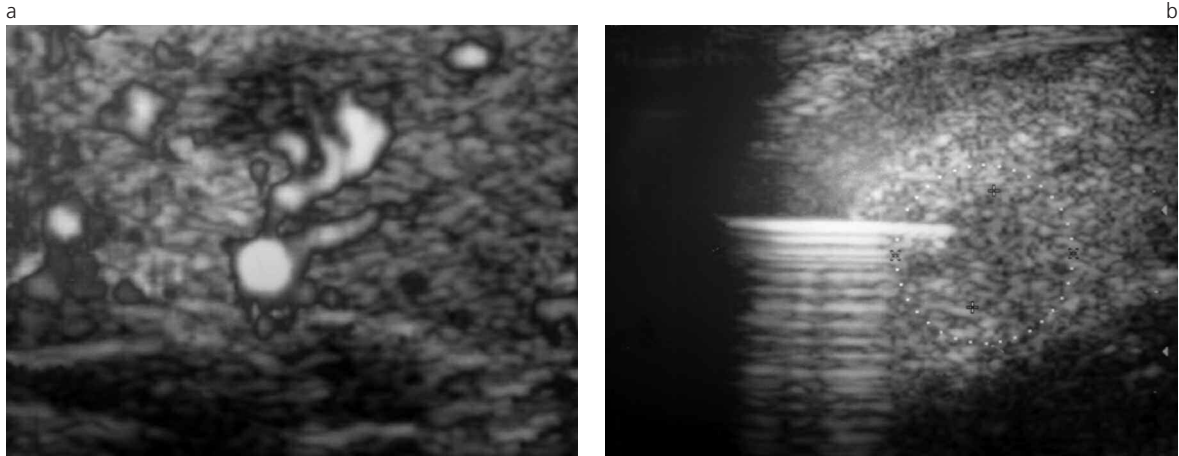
a) Paciente femenina, de 22 años de edad. Micronódulo con flujo intranodular en la secuencia vascular Doppler. b) Punción citología con aguja fina guiada por ecografía.
